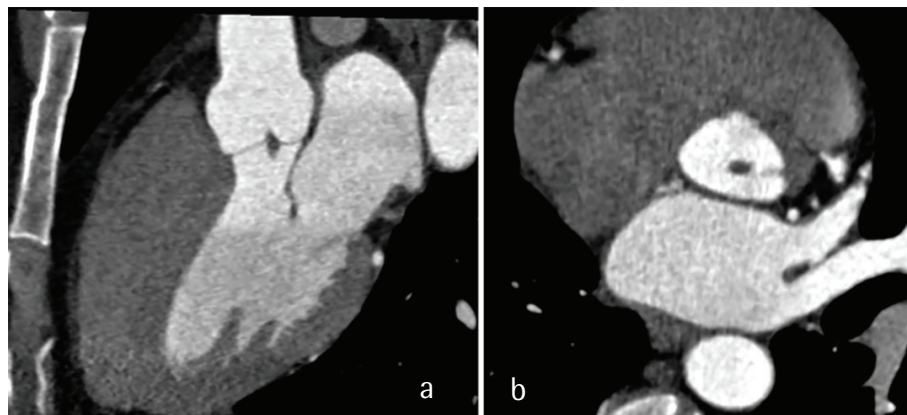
At the left ventricular outflow tract (a) and aortic root (b) images, cardiac computed tomography shows presence of the thrombus
